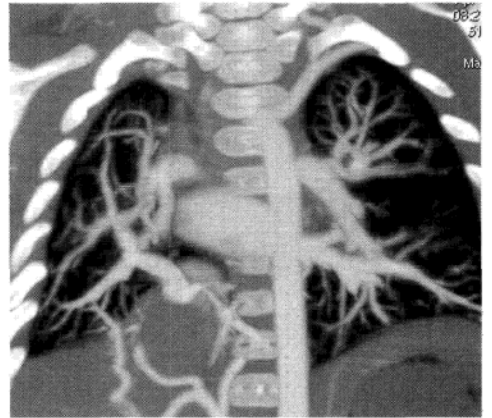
部分性肺静脉异位引流,多层螺旋CT检查,右下肺静脉引流至下腔静脉
